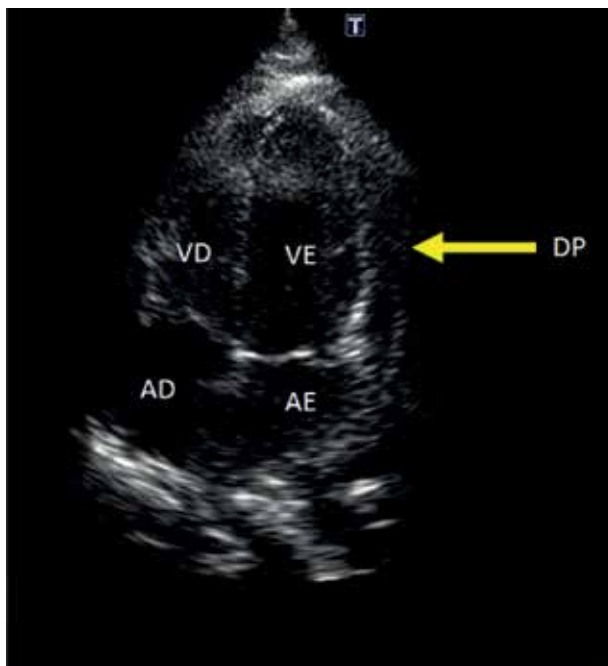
Ecocardiograma transtorácico (corte apical de 4 câmaras) mostrando redução da quantidade e da ecogenicidade do derrame pericárdico 5 dias após a drenagem. VD: ventrículo direito; VE: ventrículo esquerdo; DP: derrame pericárdico; AD: átrio direito; AE: átrio esquerdo.
